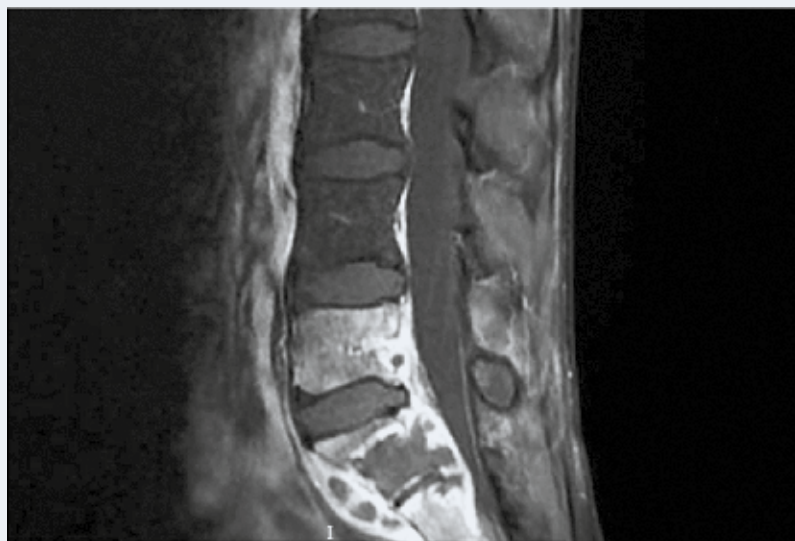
IRM du rachis lombaire en séquence T1 avec injection de gadolinium, montrant une prise de contraste discovertébrale L4 et L5, associée à un abcès paravertébral antérieur.
